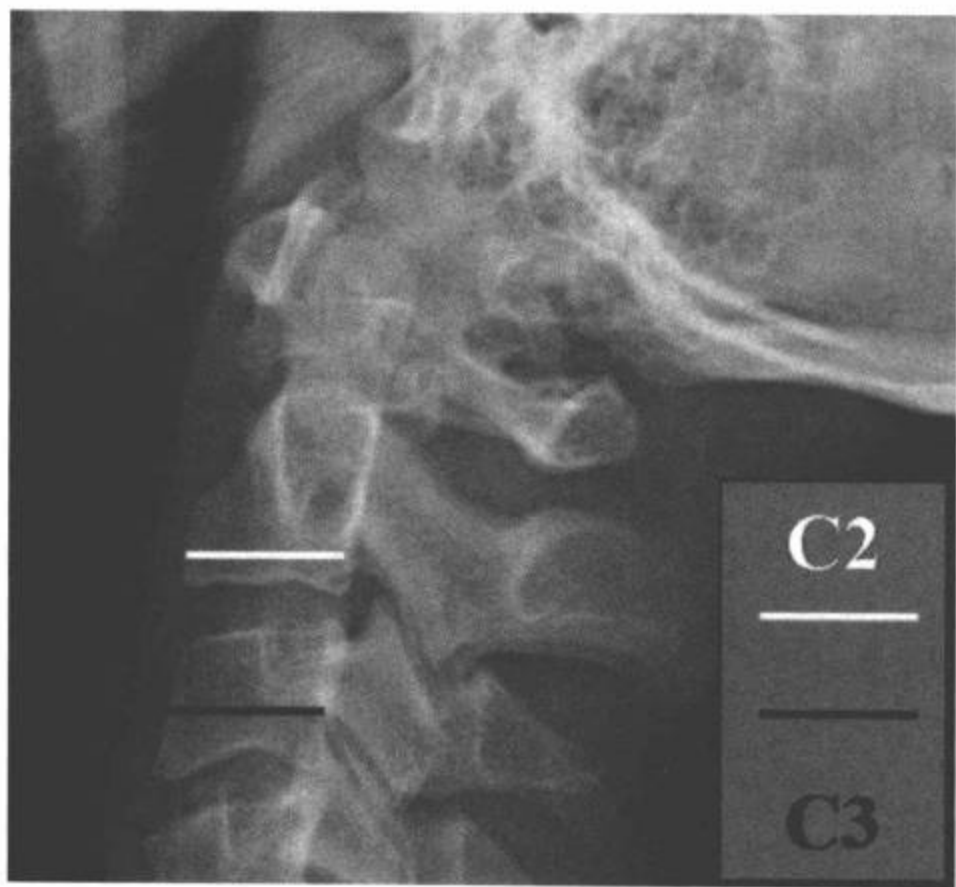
“C2脂肪”征。C2和C3的正常关系。正中位上正常颈椎的侧位平片。C2(白线)与C3(黑线)的前后宽度相等。C2椎体骨折中，C2宽度超过C3(阳性“C2脂肪征”)。
